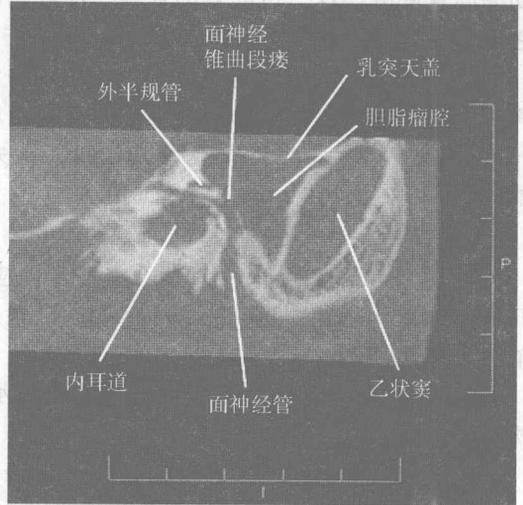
CT 显示面神经锥曲段骨管壁缺损
